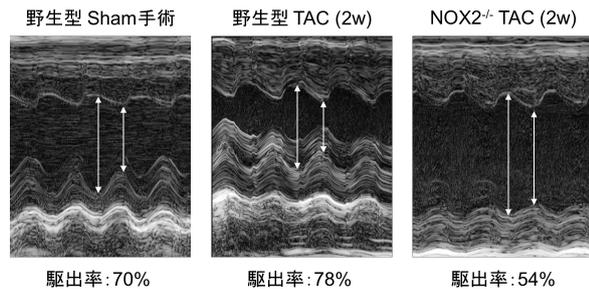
TAC 後 (2 週間) の M モード心エコー
